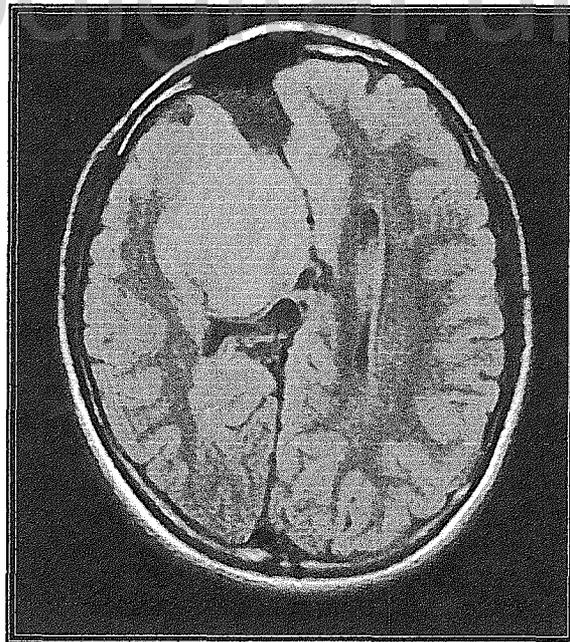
RMN Cerebral Simple. Corte Axial. Escolar de 10 años de edad.
